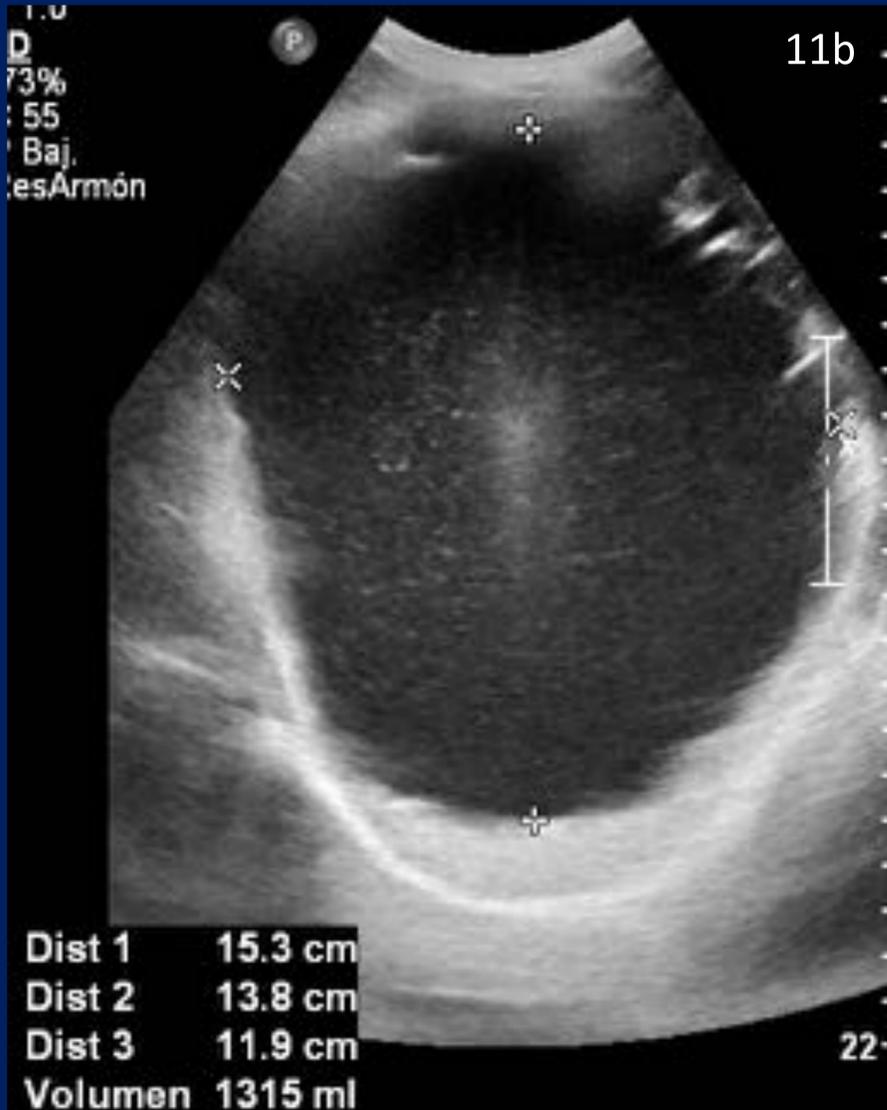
Quiste esplénico. Niño de 12 años que comienza con dolor en hipocondrio izquierdo, al examen físico se palpa masa. (a). Rx de abdomen ántero-posterior donde se observa silencio abdominal en esa topografía. (b y c). Ecografía abdominal: Voluminosa masa quística con ecos móviles en su interior y refuerzo posterior. (d y e). Tc de abdomen con contraste IV. (d). Axial y (e) coronal. Imagen de aspecto quística dependiente de la glándula esplénica.
